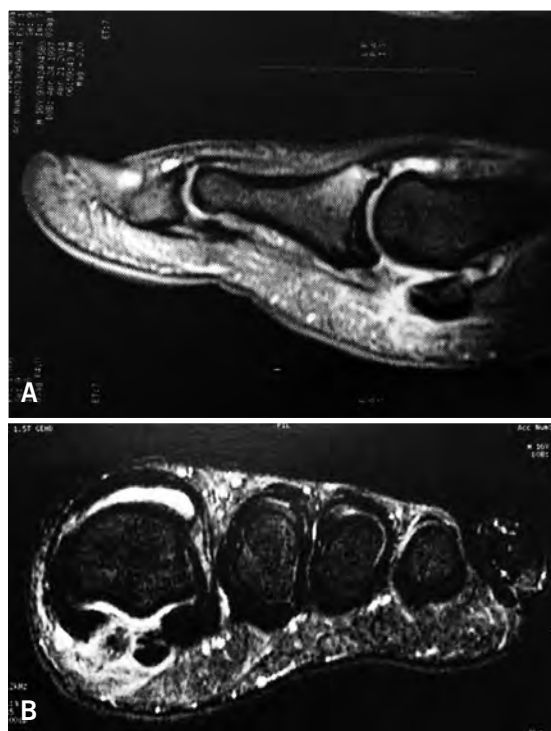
A) RMN sagital fractura polo distal del sesamoideo; B) RMN vista coronal fractura del sesamoideo medial y edema perilesional
